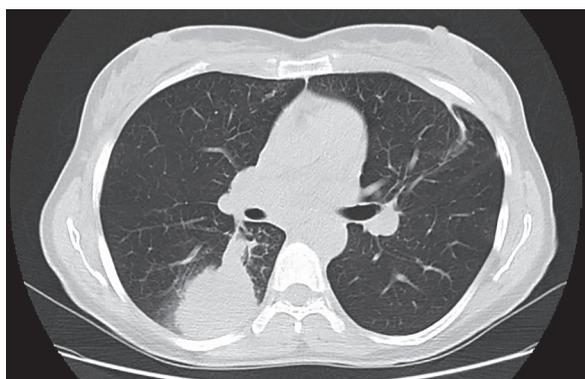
TC de tórax em janela de pulmão evidenciou presença de uma formação sólida heterogênea no segmento apical do lobo inferior direito.
